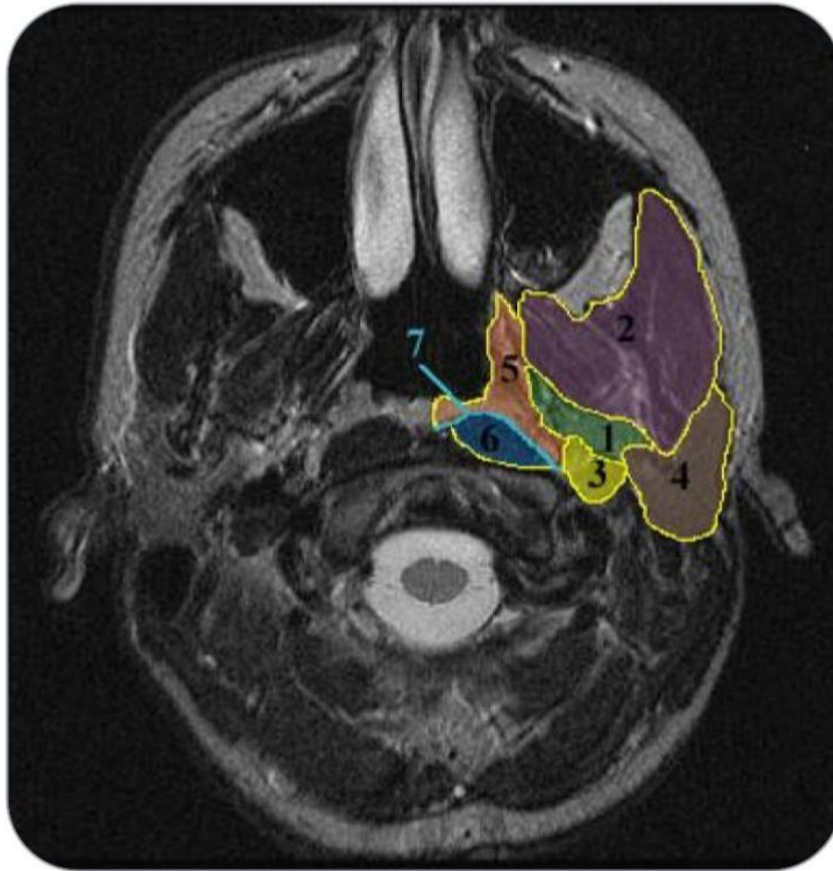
Coupe IRM de la glande parotide en coupes axiales T2 montrant les espaces profonds de la face [21]
